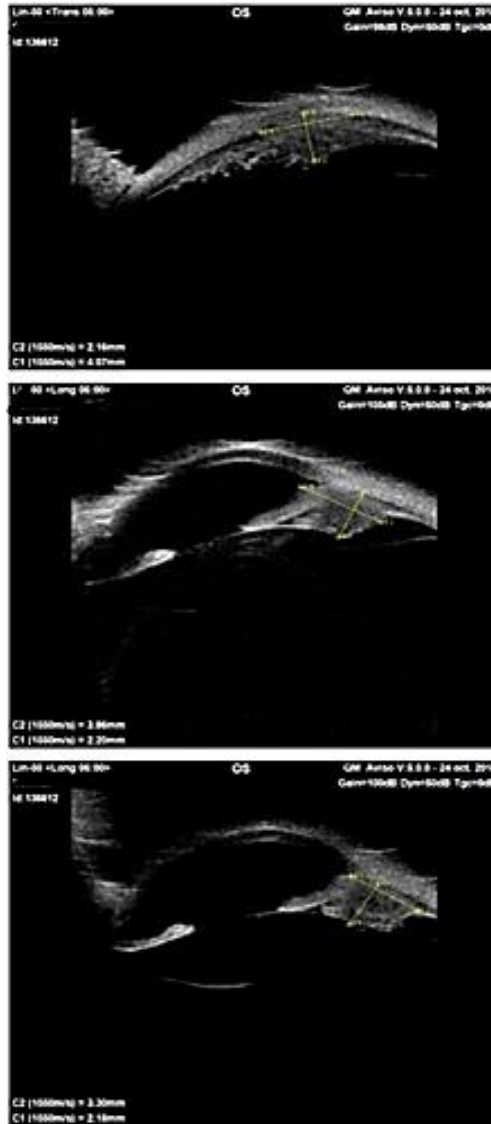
Cliché d'échographie UBM d'un mélanome irido-ciliaire [17]
